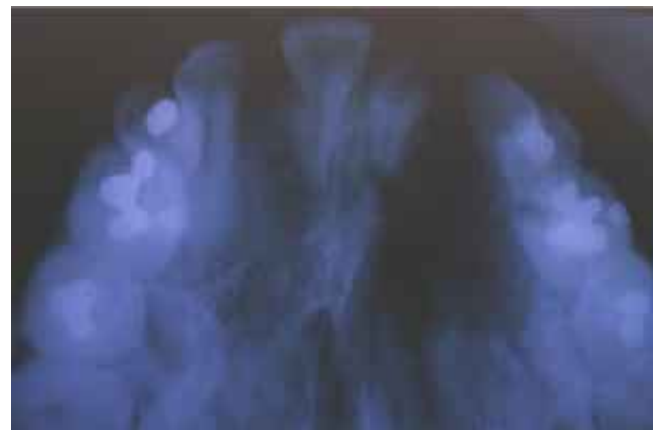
Radiografía oclusal, que muestra fístula nasoalvéolo-palatina.
